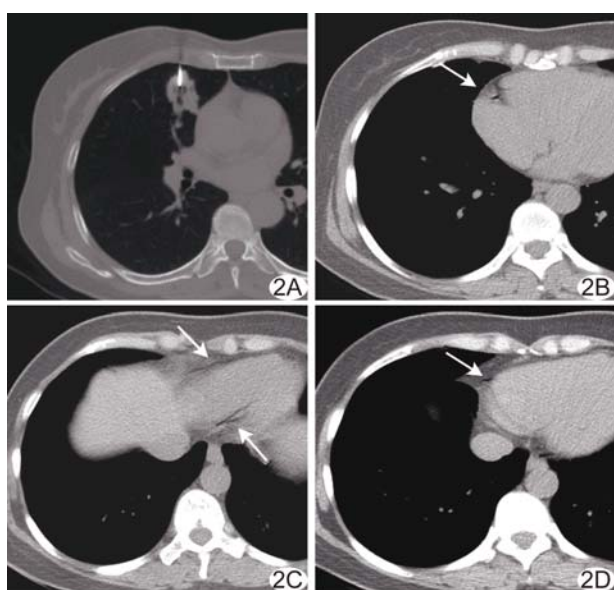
病例 10, 患者女, 57 岁 A. 仰卧位穿刺, 病灶实际位置高于左心房水平, 内见空气支气管征; B~D. 穿刺第 2 针后患者咳嗽, 结束操作, 复查胸部 CT 发现右冠状动脉内气体栓塞(箭)
